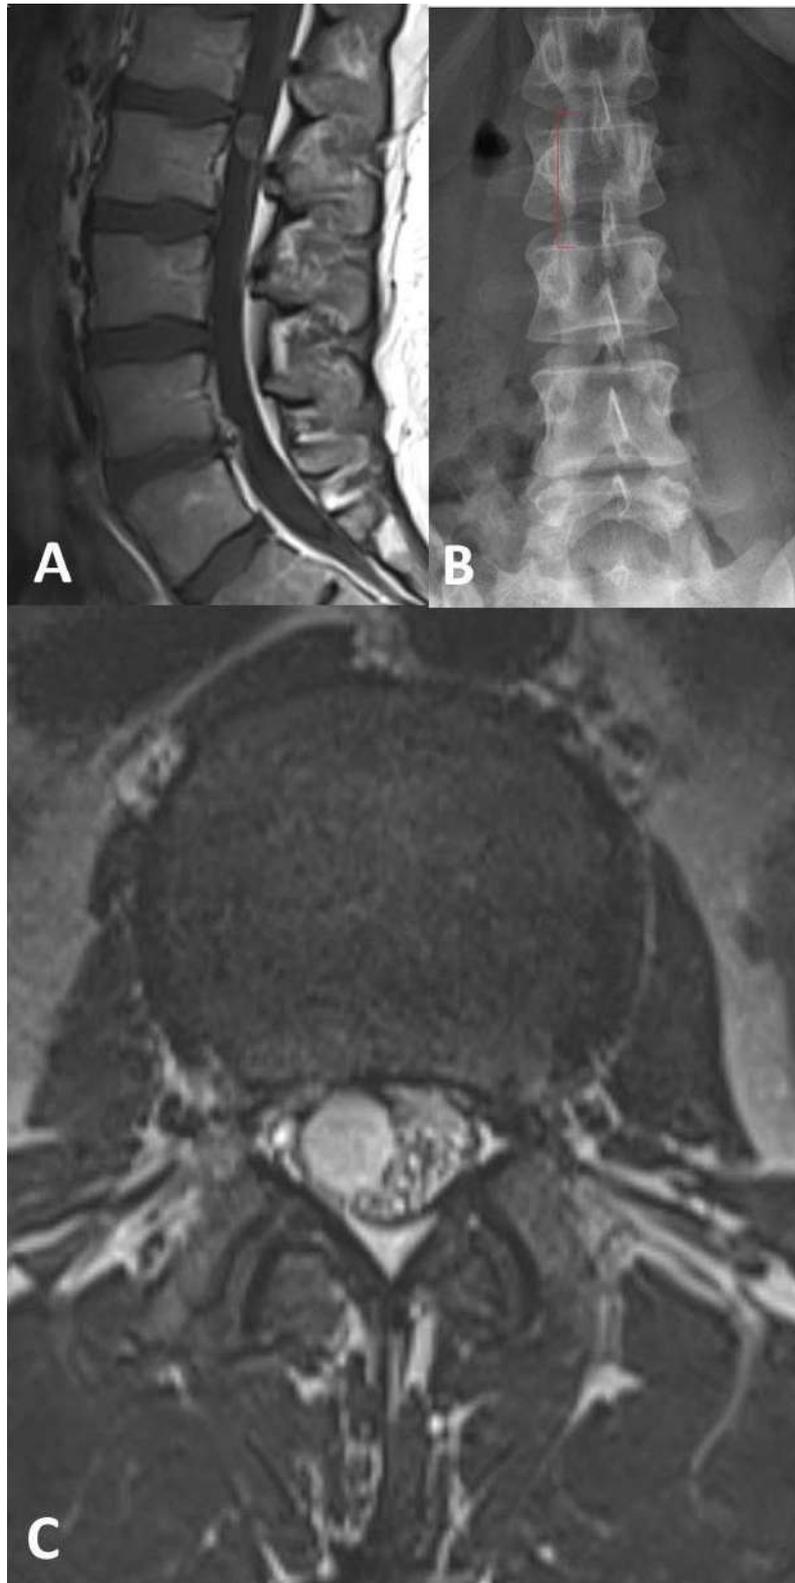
Ependimoma mixopapilar. Paciente do sexo feminino, 29 anos, com cialgia de início agudo, parestesia transitória em ambos membros inferiores, predominante à direita, sem déficit motor ou vegetativo. A. RM T1+, sagital: tumor intradural em região da cauda equina com captação homogênea de contraste a nível L1/2; B. RM T2, axial: tumor mostra-se hiperintenso, com localização intradural à direita. C. radiografia AP pós-operatória: o tumor foi completamente ressecado via hemilaminectomia L2 e hemilaminectomia parcial L1 à direita, cujos limites cranial e caudal estão delimitados pela linha vermelha ao lado. Histopatologia: ependimoma mixopapilar, grau 1.
